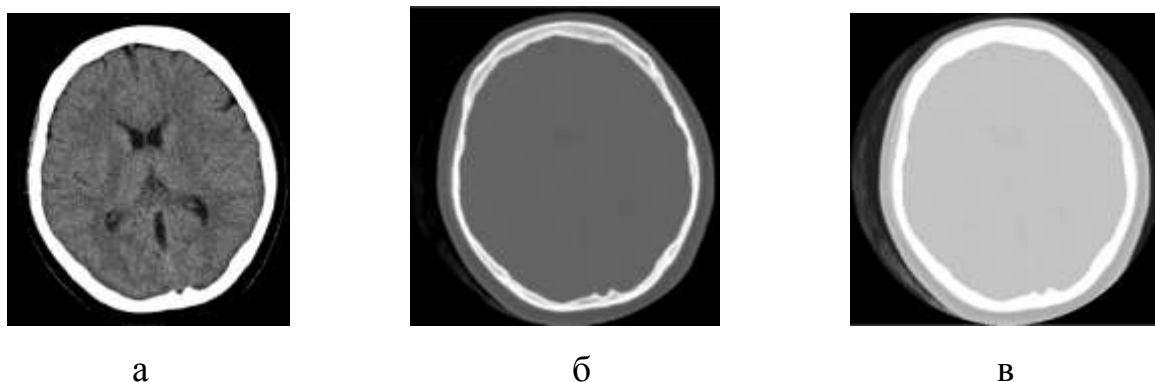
Иллюстрация предварительной обработки КТ-среза головы: а - исходное изображение, б - пороговая сегментация структур черепа в костром режиме, в - пороговая сегментация структур черепа в мягкотканном режиме
